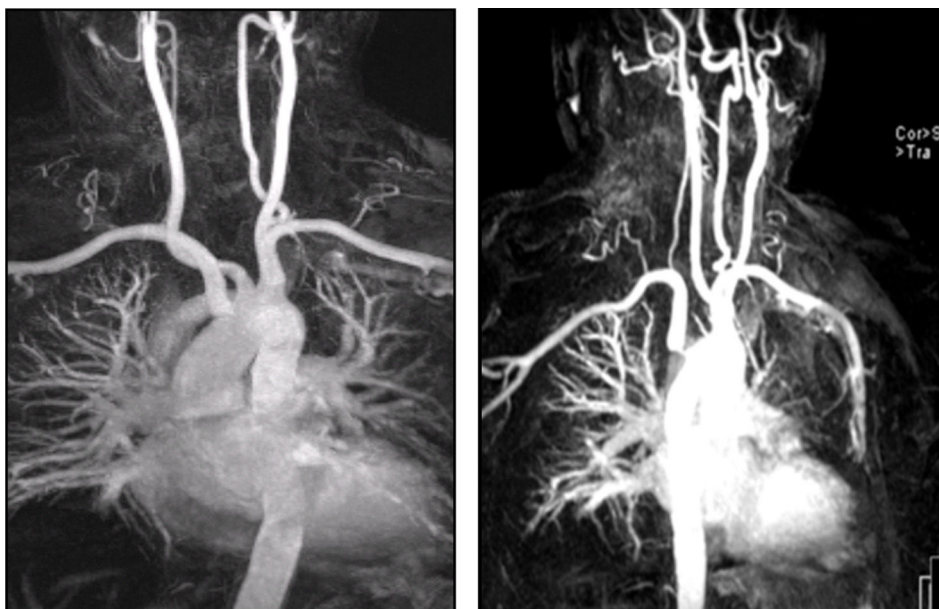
Angio-RM demonstrando a presença de estenose na origem da artéria subclávia direita aberrante.
